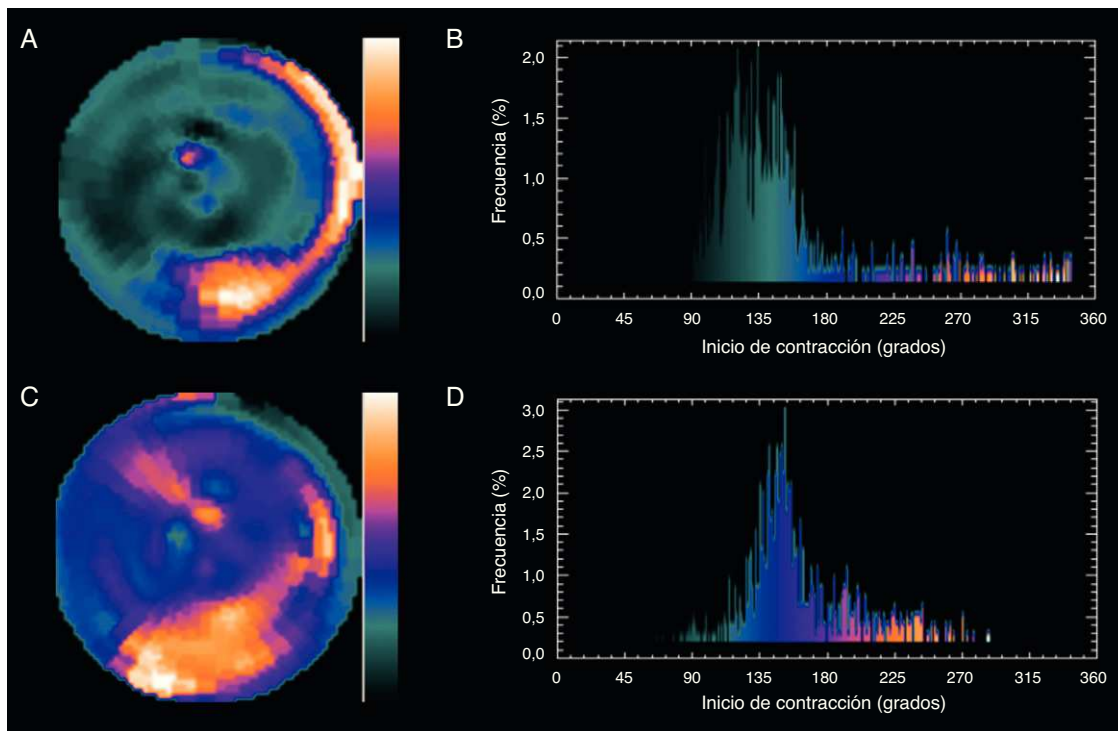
Análisis de Fourier de un estudio de *gated-SPECT*. Antes de la resincronización (A) hay un ensanchamiento anormal de la amplitud del histograma de fase. El mapa polar (B) muestra que el mayor retraso se produce en la región inferolateral del ventrículo izquierdo. Tras la terapia de resincronización cardíaca (C), mejora significativamente la amplitud del histograma (D). El paciente mejoró clínicamente y la fracción de eyección del ventrículo izquierdo mejoró de un 18 a un 32% inferior. (Imágenes cedidas por el Dr. Santiago Aguadé-Bruix, Hospital Universitari Vall d'Hebron, Barcelona). Esta figura se muestra a todo color solo en la versión electrónica del artículo.
